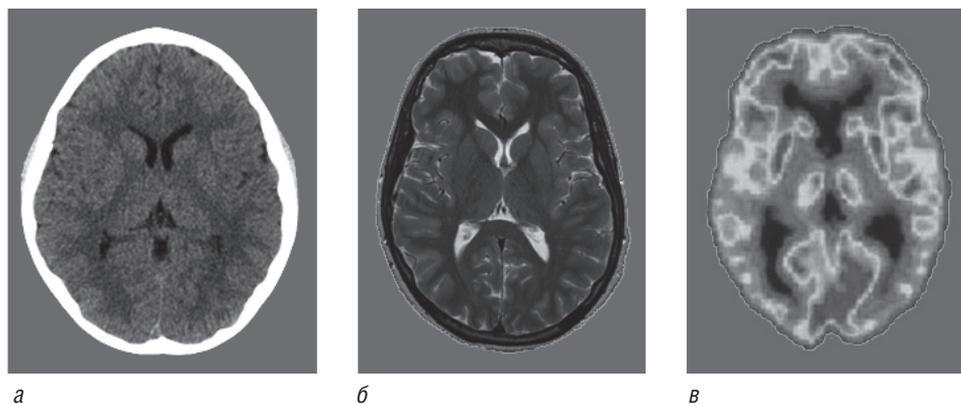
Изображения головного мозга, полученные различными методами нейровизуализации: *а* — компьютерной томографией; *б* — магнитно-резонансной томографией; *в* — позитронно-эмиссионной томографией
